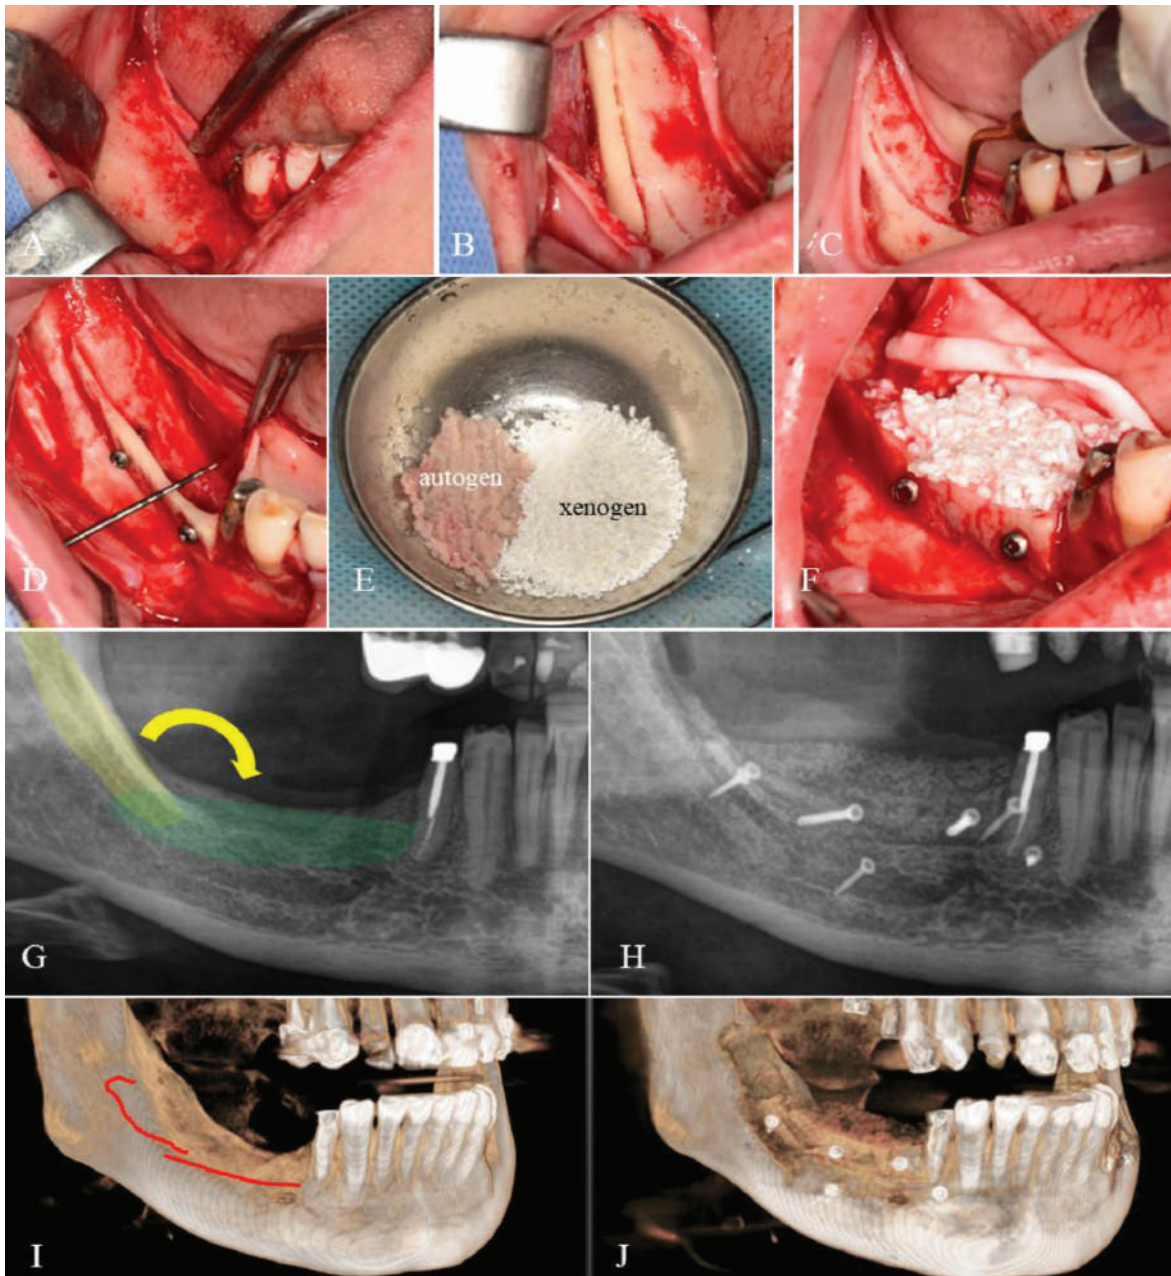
Pregătirea preimplantară a creștelor alveolare mandibulare cu deficit osos prin fixarea alternativă a grefeii osoase autogene (metoda propusă de autori): A) Imagine intraoperatorie- creșta alveolară mandibulară cu atrofiere pronunțată; B) Prelevarea grefeii osoase autogene din ramul mandibular; C) Crearea canalului de stabilizare cu piezotomul; D) Fixarea rigidă a grefeii cu șuruburi de sinteză; E) Biomaterialul pentru augmentare, auto și xenogen; F) Augmentarea spațiului creat; G) Secvență OPG preoperator cu planificarea intervenției; H) Secvență OPG postoperator; I) CBCT preoperator cu planificarea intervenției; J) CBCT postoperator.
